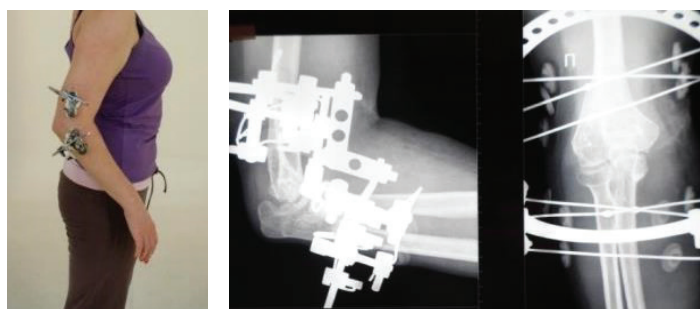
Фото и рентгенограммы локтевого сустава пациентки А., 28 лет, с посттравматической комбинированной контрактурой правого локтевого сустава, неправильно сросшимся переломом мыщелка плечевой кости, посттравматическим остеоартритом правого локтевого сустава II-III стадии в процессе лечения
